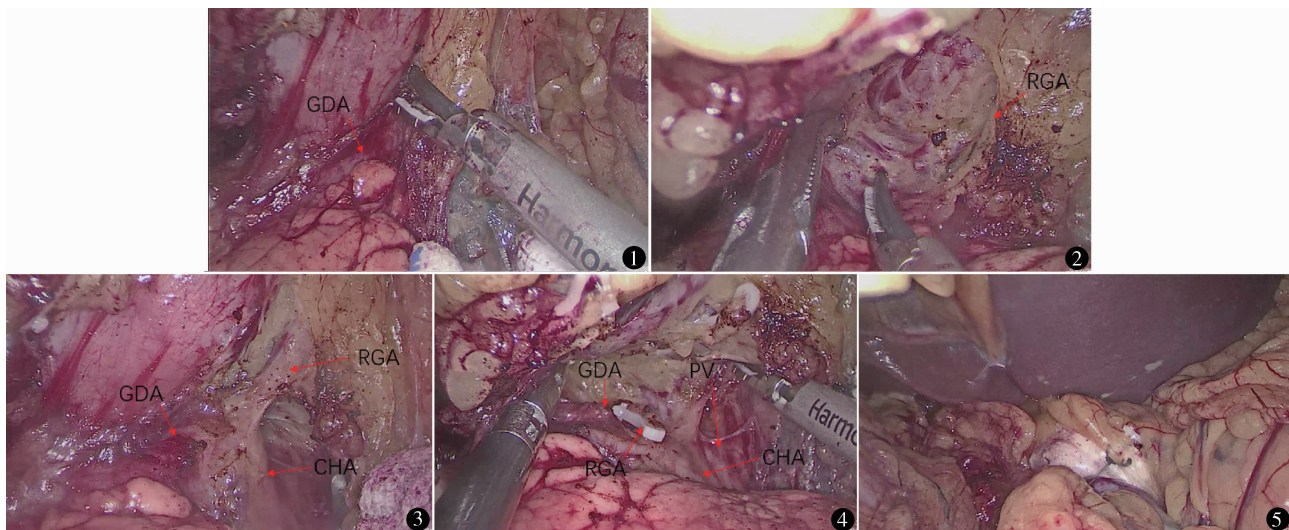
超声刀沿胃十二指肠动脉表面小心分离十二指肠与胰腺及胃十二指肠动脉间疏松结缔组织(GDA为胃十二指肠动脉) 图2 紧贴十二指肠壁向十二指肠远端钝性加锐性游离,分离十二指肠系膜(RGA为胃右动脉) 图3 沿肝总动脉表面小心游离至肝固有动脉,继续向上游离,充分显露胃右血管左侧壁(CHA为肝总动脉) 图4 胃钳紧贴门静脉左前壁小心钝性分离其表面淋巴脂肪组织(PV为门静脉) 图5 透过肝十二指肠韧带前叶可见放置的纱布块
